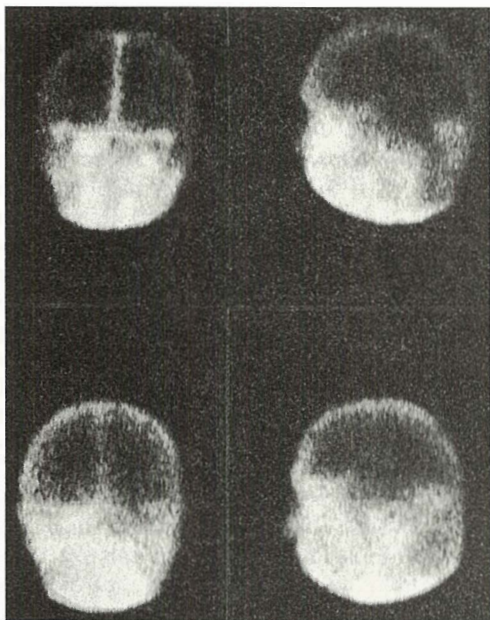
Multiple metastaze u mozgu karcinoma digestivnog trakta: frontalno parasagitalno levo i u zadnjoj lobanjskoj jami lateralno levo. Gore: Rani scintigram mozga (AP, LP i PA položaj). Dva hiperaktivna žarišta frontalno parasagitalno levo i infratentorijalno lateralno levo. Dole: Kasni statički scintigram (iste pozicije). Jasan porast intenziteta žarišta
